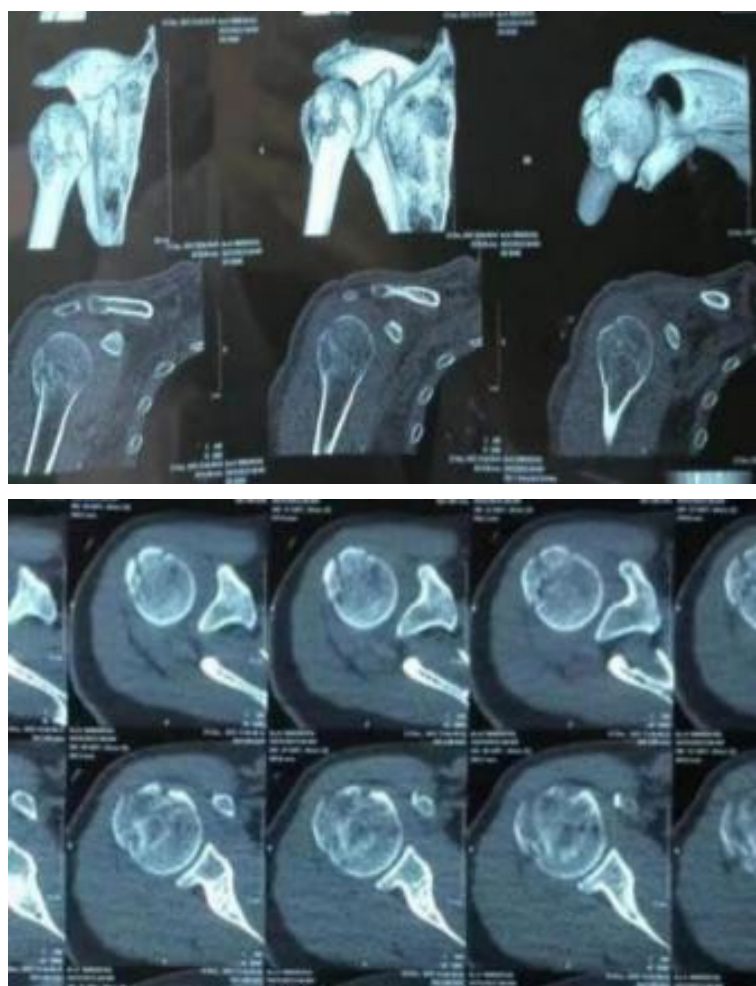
Three dimensional CT display after treatment
